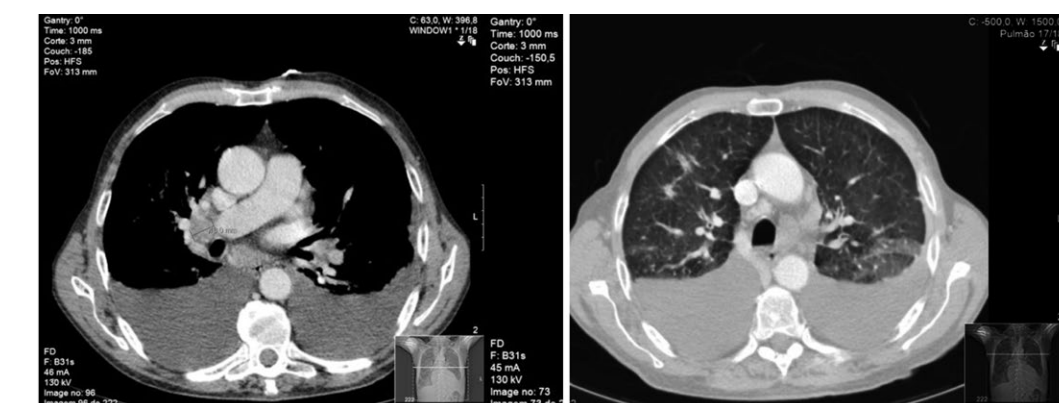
TC-Tórax de estudo pré-operatório.
